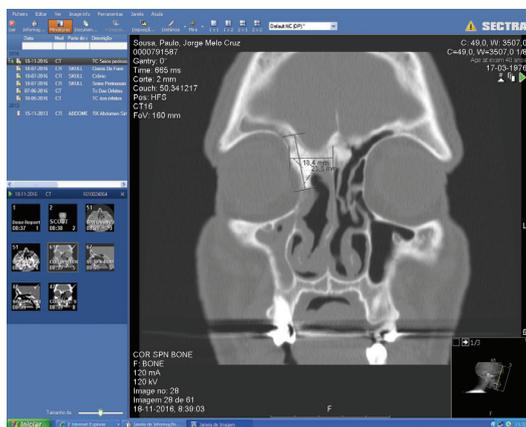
Coronal CT scan showing the dimensions of the lesion.
